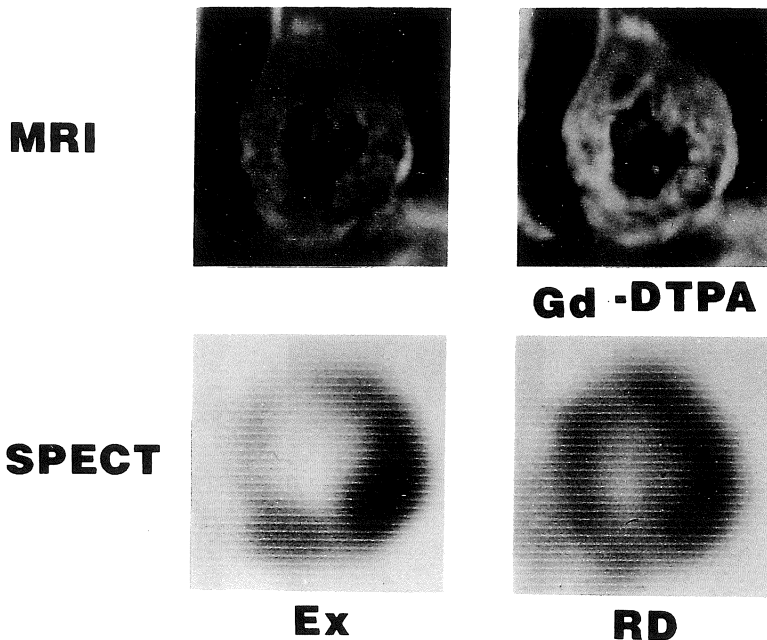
Gd-DTPA contrast enhancement vs thallium SPECT in case 1.
